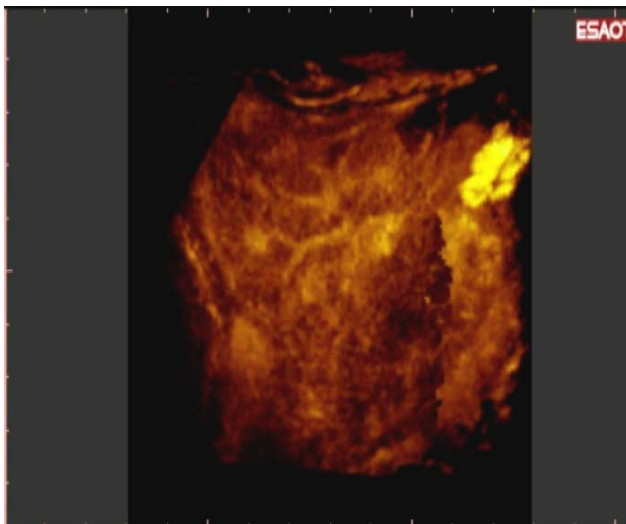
ed un nuovo HCC multinodulare nel IV. Questi noduli erano visibili all'ecografia convenzionale. Questo esame è stato effettuato per gli elevate livelli di AFP.
